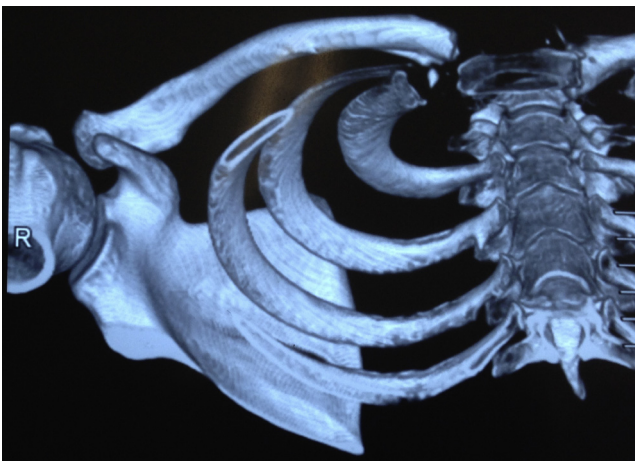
Imagem de tomografia computadorizada com reconstrução 3D (visão inferior) que mostra o deslocamento da AEC.
